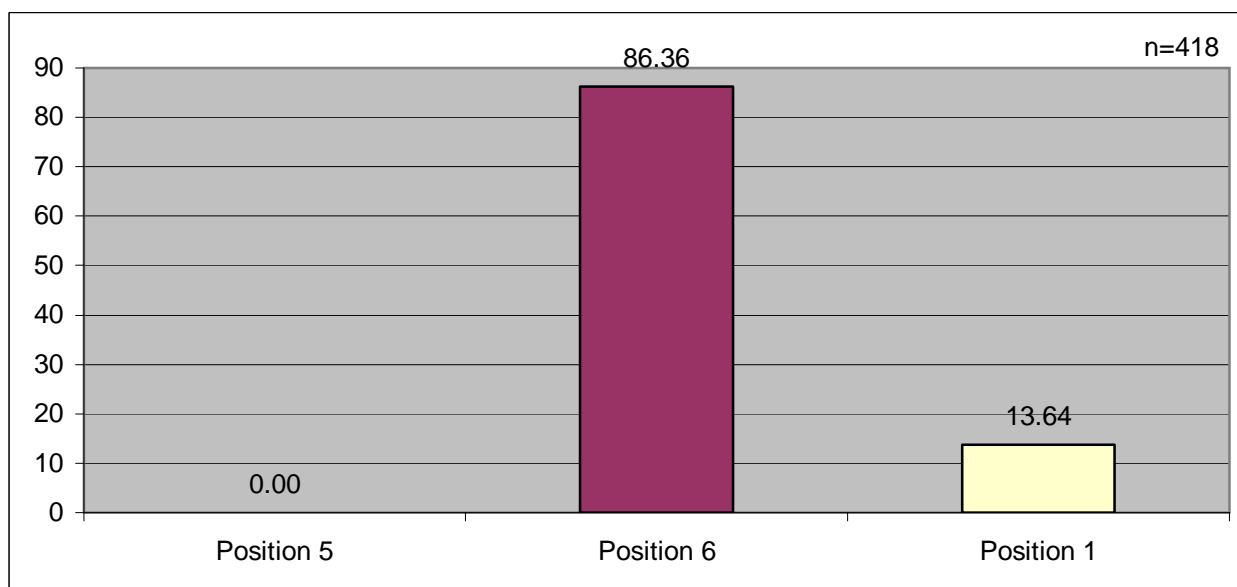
Aufschlagorte Doppler (Angaben in %)
